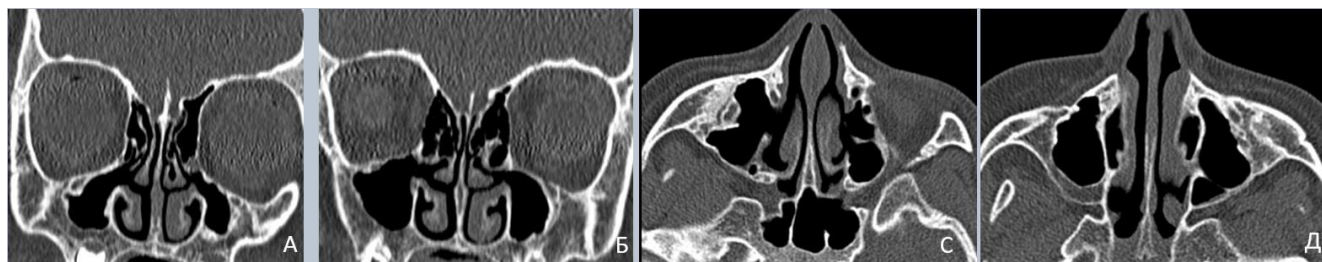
Компьютерная томограмма околоносовых пазух ребенка с двусторонним хроническим верхнечелюстным ателектазом через 10 месяцев после синусотомии: Vсправа – 4,8см³, Vслева – 4,5см³.
